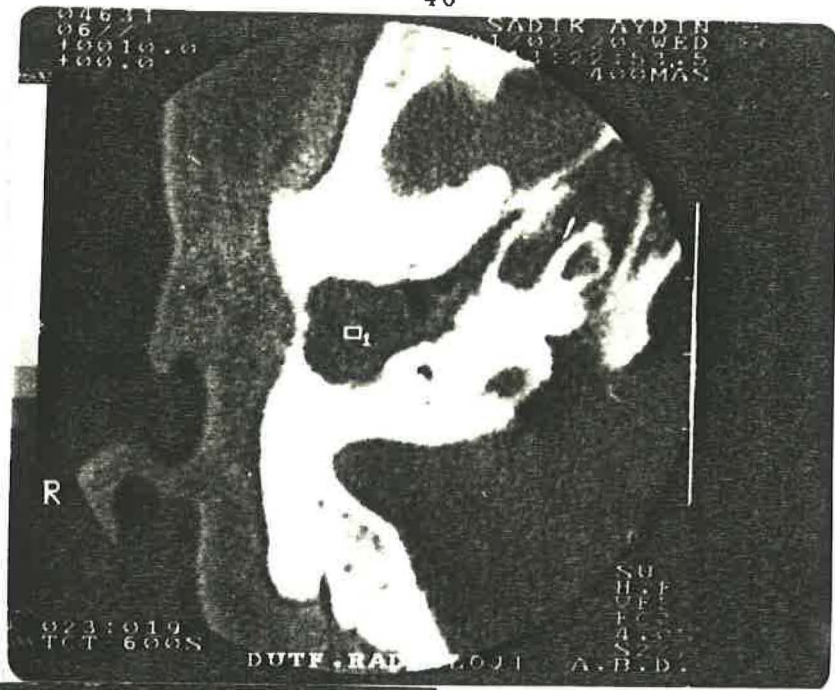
A.T. isimli hastaya ait Sağ Temporal Kemik Coronal ve Axial CT kesitinde Kolestomat ve Sigmoid plate dehissansı.
